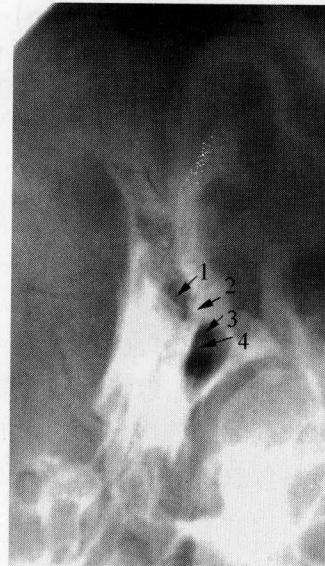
欧文氏位投照中耳乳突 X 线平片表现
